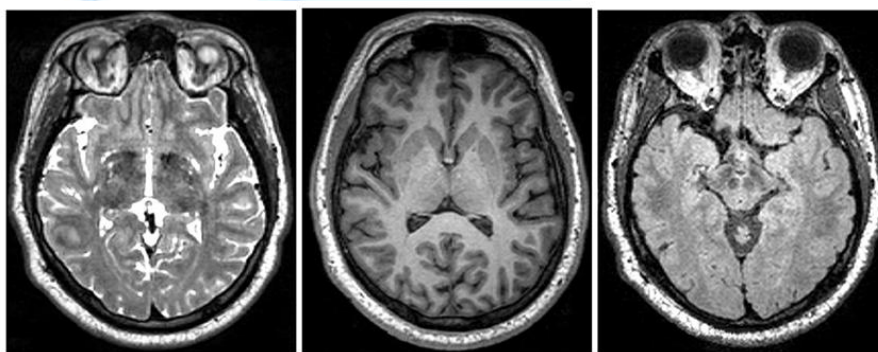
Примеры различных методов визуализации МРТ. Слева: изображение T2. Посередине: изображение T1. Справа: изображение FLAIR. В таблице показана яркость ткани с использованием трех наиболее распространенных методов визуализации МРТ от темного до яркого ([Preston, 2006](#)).
